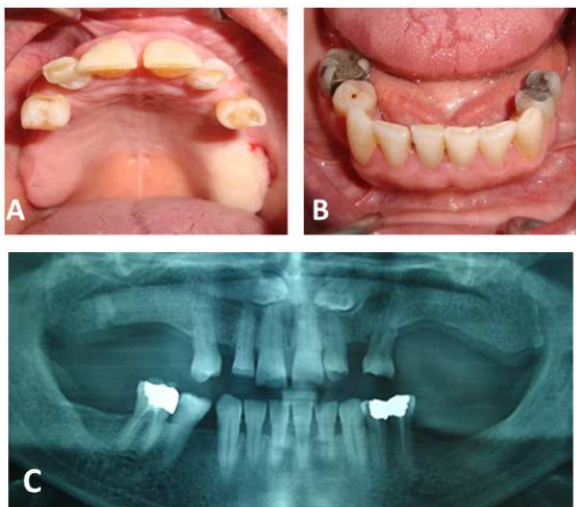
Initial situation : A: Endo oral view of the maxillary arch; B: Endo oral view of the mandibular arch ; C : Panoramic X-ray
